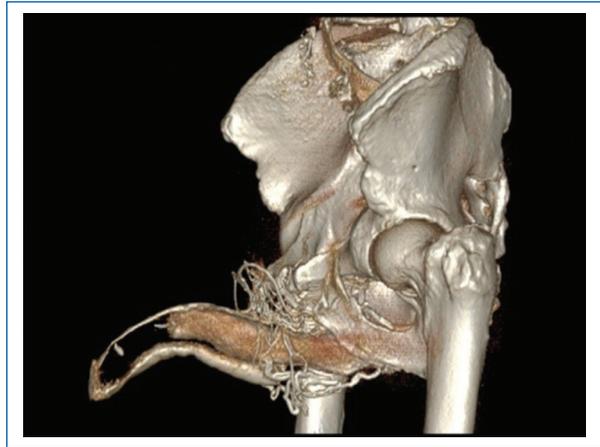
Cavernosografía por tomografía computarizada de enfermedad de Peyronie con poca rigidez en la erección distal a la placa y escape venoso superficial y profundo.
